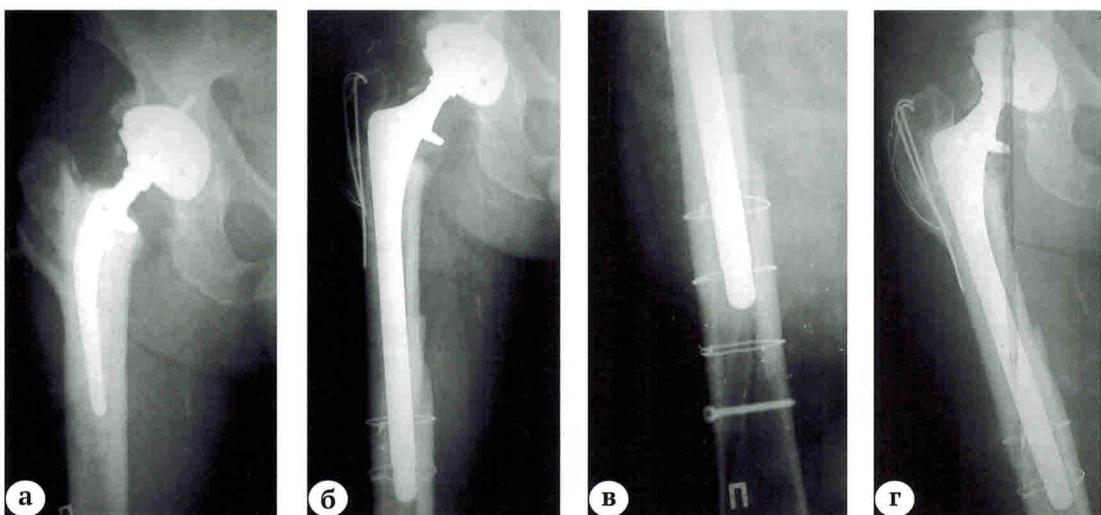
Рентгенограммы пациента 67 лет с расшатыванием бедренного компонента через два года после первичного эндопротезирования (а); при реэндопротезировании не была учтена кривизна канала бедренной кости, и длинная ножка перфорировала канал и привела к перелому бедра — выполнена фиксация винтом и проволочными серкляжами (б, в); через два года после ревизии наблюдается консолидация перелома, бедренный компонент стабилен (г)
